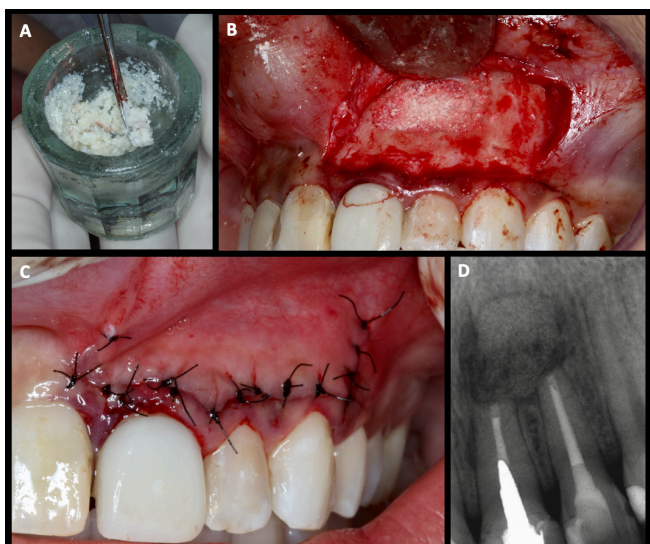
Enxerto ósseo bovino Lumina Bone (A) preenchendo a loja cirúrgica (B). Retalho reposicionado e suturado (C). Radiografia pós-operatória imediata mostrando as raízes apicectomizadas com ápices retro-obturados e a presença do enxerto (D).
